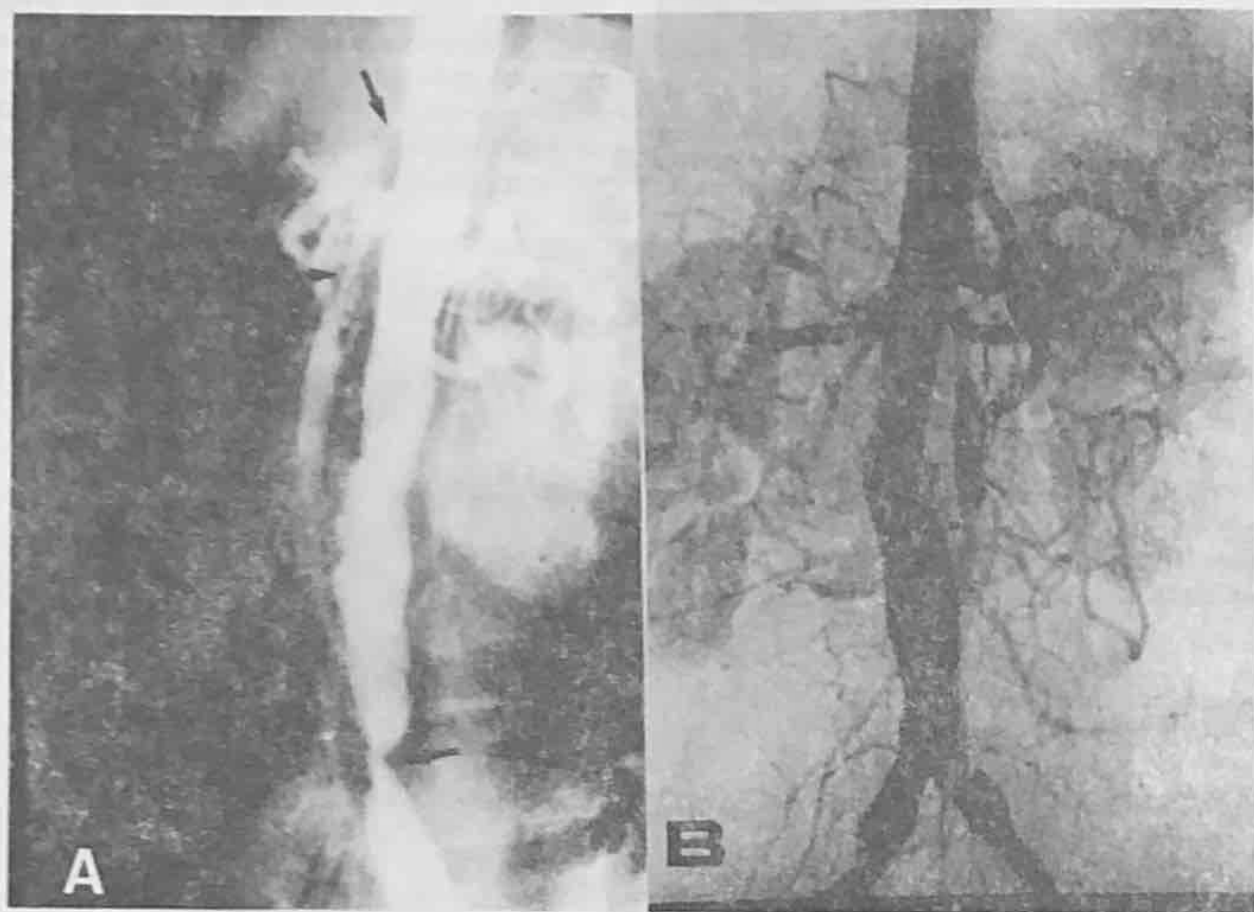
A. Aortografía Lateral (caso N° 8). Estenosis Crítica del tronco celíaco (TC), de la arteria mesentérica superior (MS) y de la bifurcación aórtica (flechas). B: Control postoperatorio. Se observa llene del TC y de la MS por medio de un puente aorto mesentérico anterógrado (flechas).
